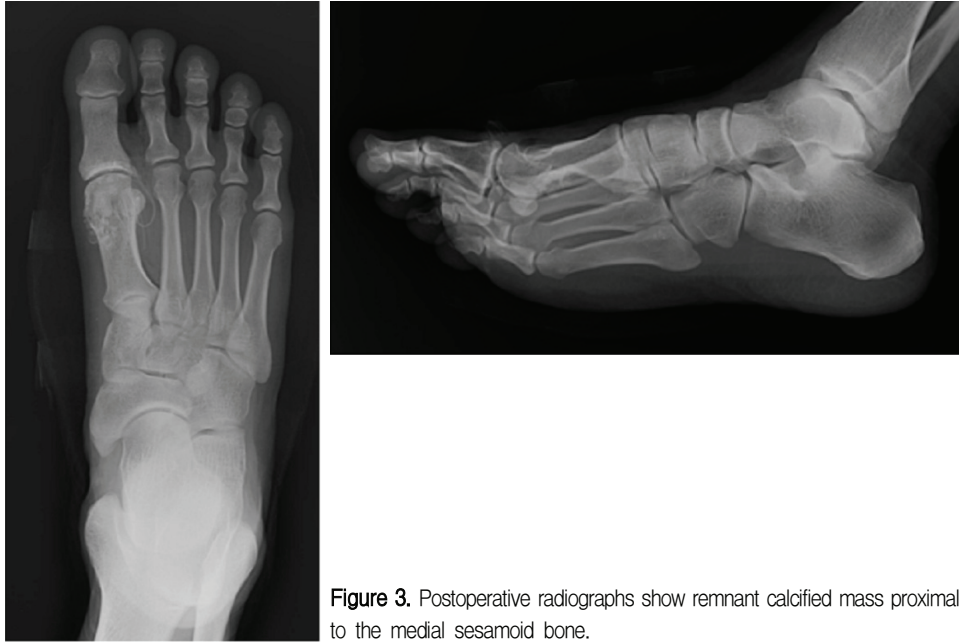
Postoperative radiographs show remnant calcified mass proximal to the medial sesamoid bone.
